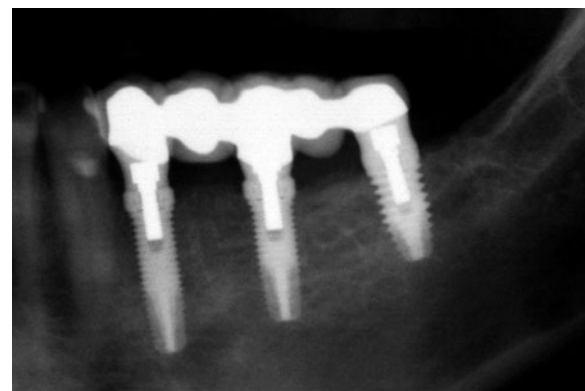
Radiografia aos 17 anos de acompanhamento. Podemos ver a estabilidade do tratamento.
